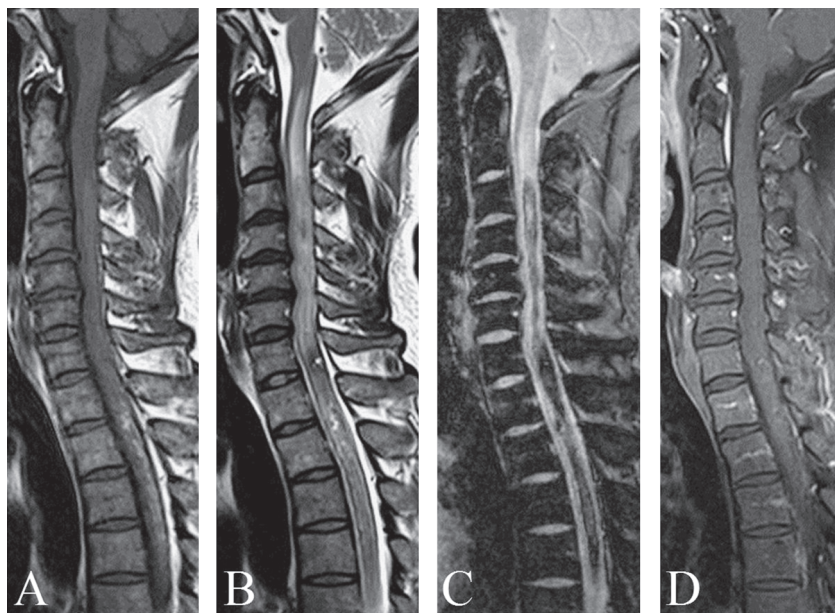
MRI of the cervical spinal cord on day 10.
